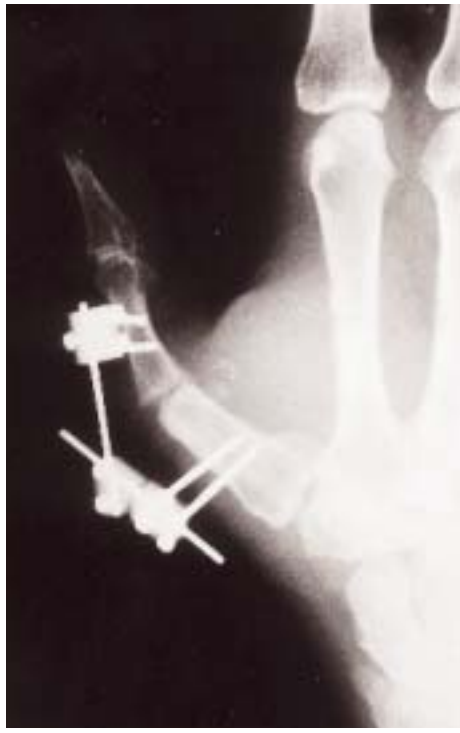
Radiografía que muestra la reducción de la luxación y la fijación percutánea de la fractura con agujas.
